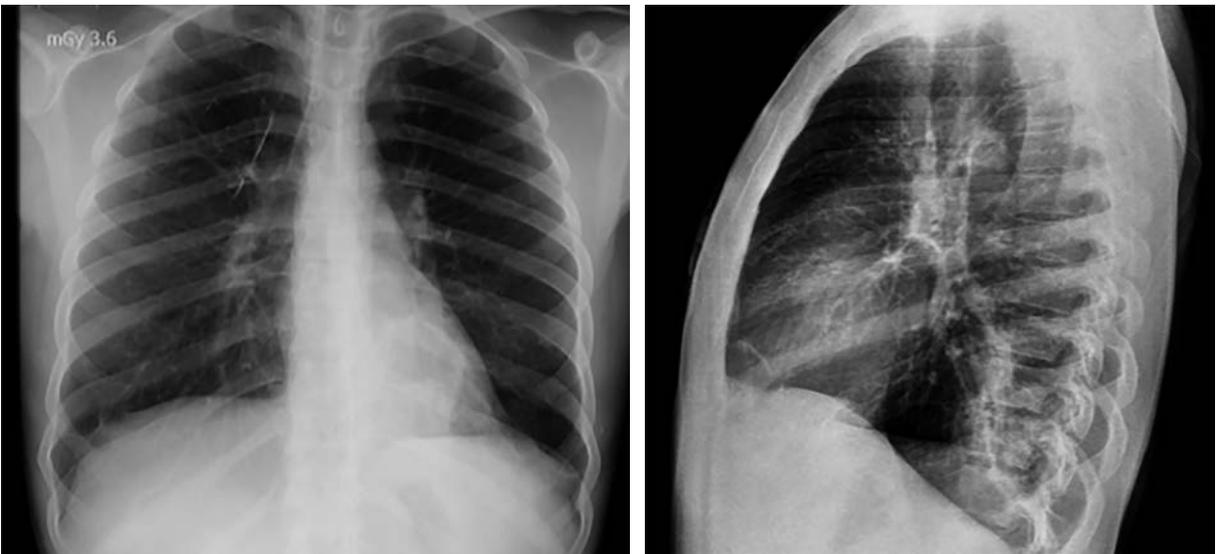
Radiografía de tórax de control con evidencia de resolución de la lesión pulmonar.
